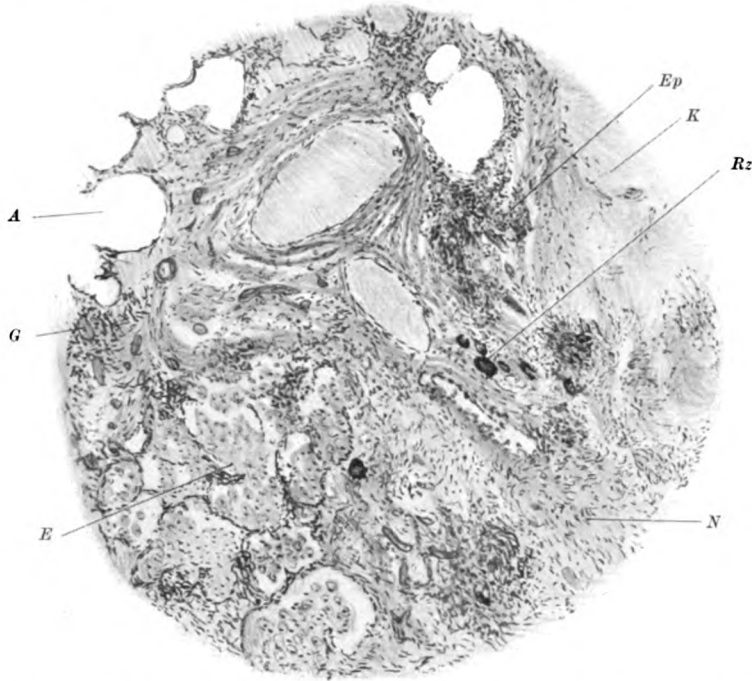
Ebenfalls von Fall I: Typische Mischform: produktiver Herd bei K, exsudative Vorgänge bei E. Dazu Bindegewebsbildung mit eingelagerten frischen produktiven Herden. Makroskopisch keine Diagnose über die Natur möglich. Im Röntgenbild verwaschene Schattenflecke.
